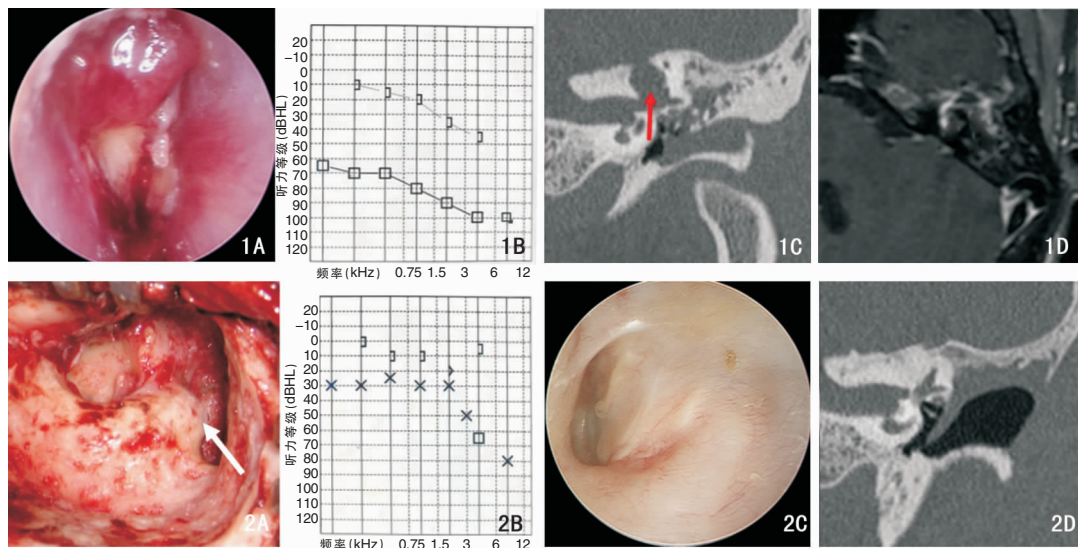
术前左耳情况 1A:术前耳内镜示外耳道深部有肉芽阻塞,可见胆脂瘤上皮,伴有脓性分泌物;1B:术前纯音测听结果显示左耳混合型听力下降,骨气导差 56.25 dBHL;1C:颞骨 HRCT 冠状位,箭头所示部位可见上半规管骨质破坏,病变侵犯上半规管内侧;1D:颞骨 MRI 水平位增强扫描显示病变边缘强化 图 2 术中及术后 11 个月随访左耳情况 2A:胆脂瘤切除后的术腔,箭头所示骨蜡封闭开放的上半规管;2B:术后纯音测听结果;2C:术后耳内镜检查示乳突腔上皮化良好,鼓膜愈合良好;2D:颞骨 HRCT 冠状位显示左侧上半规管较正常变短,周围填塞骨粉已骨化
